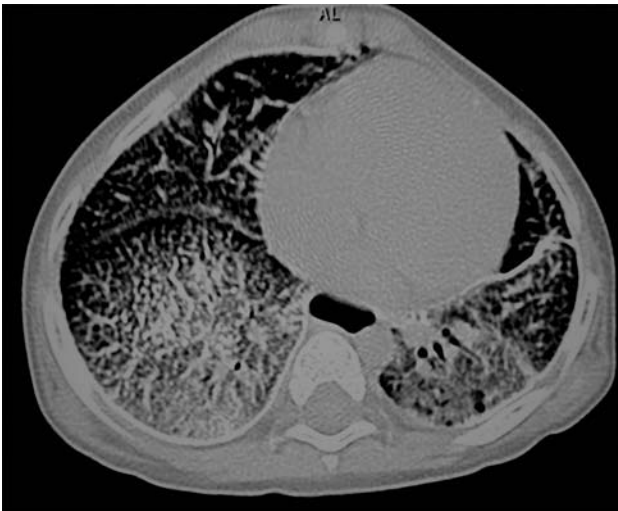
TAC de tórax de alta resolución con patrón micronodular, difuso, bilateral y simétrico, con imágenes nodulares confluentes en la proyección del segmento posterior del lóbulo superior derecho que sugieren fibrosis y destrucción del parénquima pulmonar.
